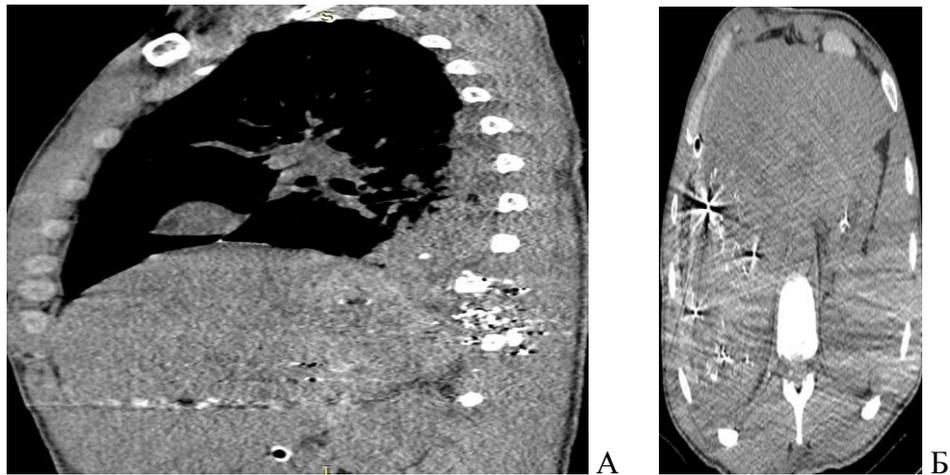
Огнестрельная травма живота. На КТ снимках определяются множественные металлические осколки в виде светящихся структур от 6 до 9 мм.
